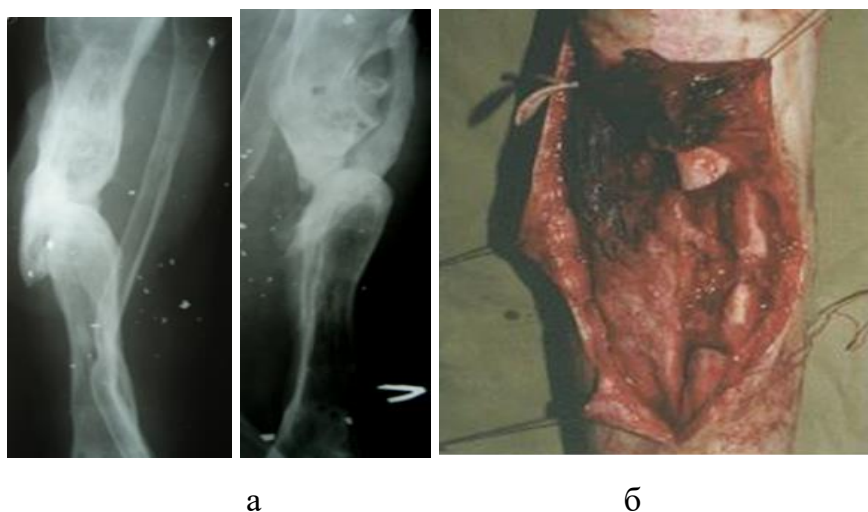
Раненый С. А - Рентгенография атрофический ложный сустав большеберцовой кости, б - интраоперационный вид раны после резекции ложного сустава
